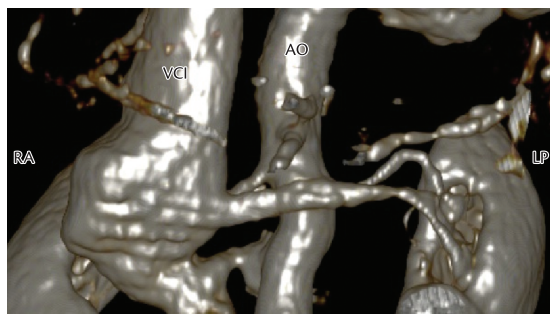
Angiotomografia com reconstrução em três dimensões evidenciando comunicação entre aorta abdominal (AO) e veia cava inferior (VCI).
